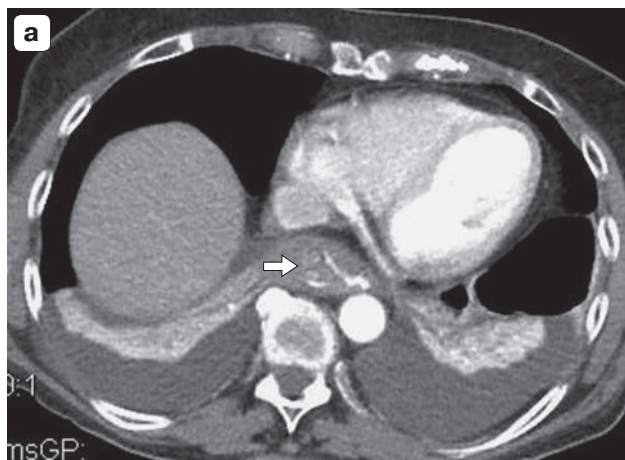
КТ грудной клетки, аксиальные срезы, с болюсным КУ (артериальная фаза) и пероральным контрастированием. а – спонтанная гематома нижнегрудного отдела пищевода (стрелка) с компрессией его просвета; б – супрастенотическое расширение просвета пищевода (стрелка).
